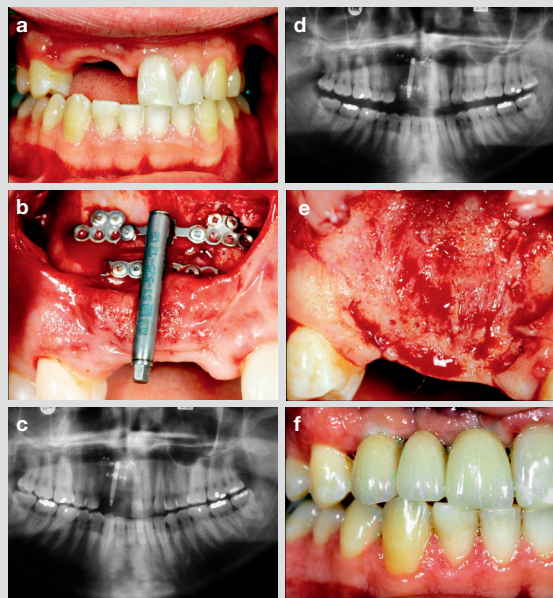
Osteodistractor. a/ Defect after trauma to the anterior maxilla, b/ application of the distractor to maxilla and bone segment, c/ postoperative radiograph, d/ 14 days later, e/ clinical result after 3 months of consolidation, f/ prosthetic result.
